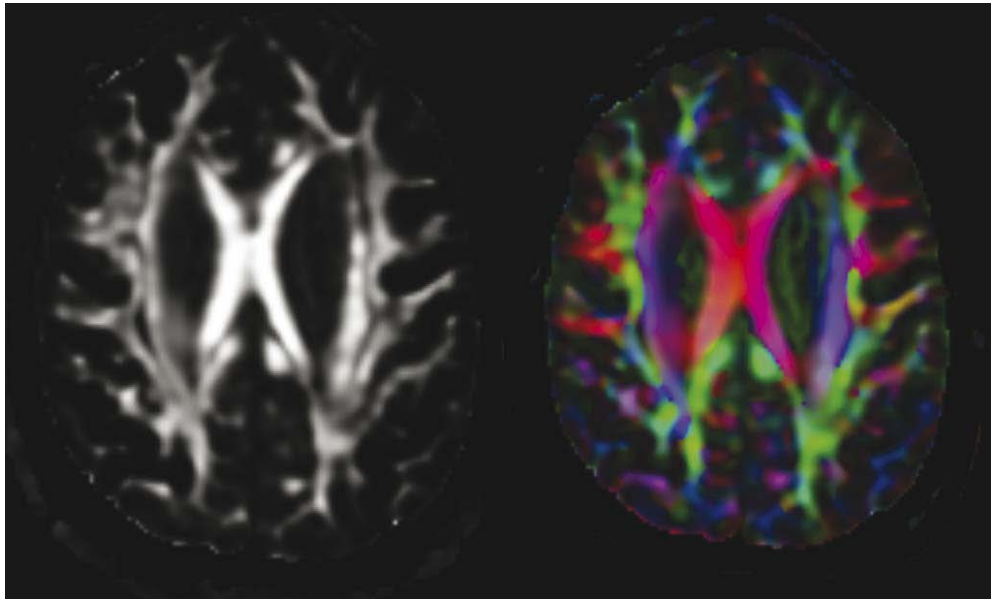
IRM en séquence de diffusion [235]
